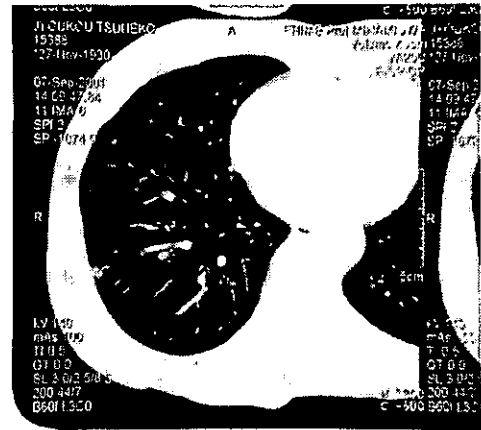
図 I b CT: 右肺のGGA(S8, S9)
